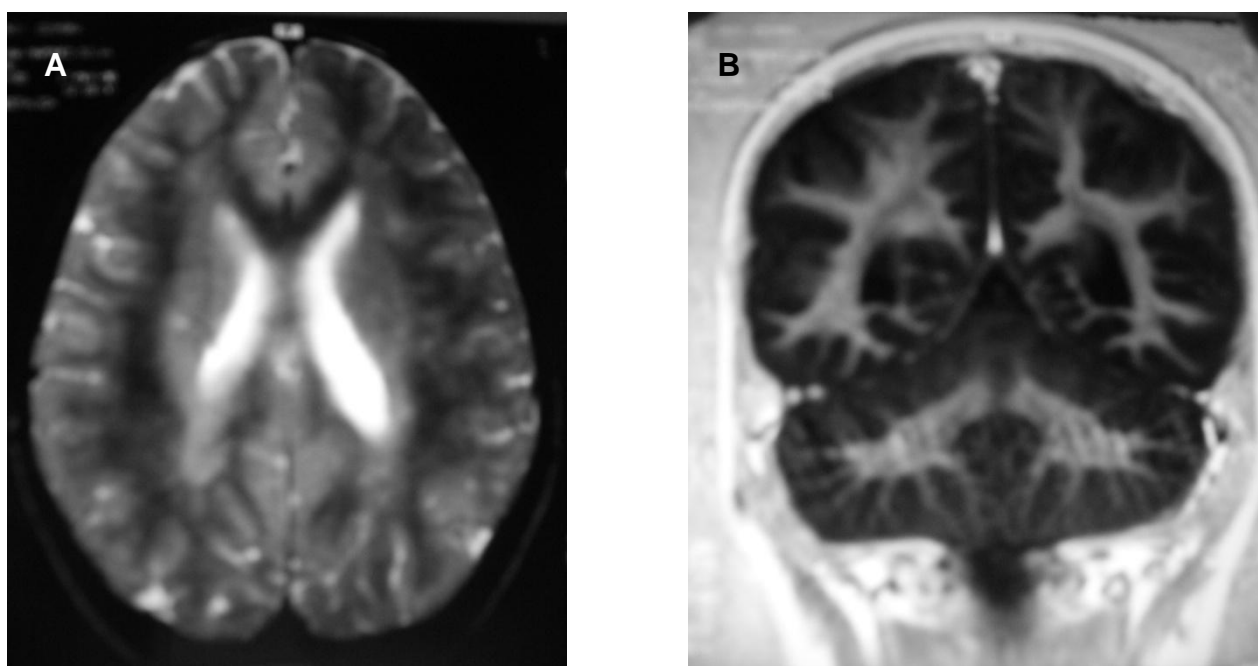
Imagens de RM CE (T2) axial (A) e coronal (B). Observa-se aumento marcado da intensidade do sinal na substância branca periventricular e no centro semi-oval e, em alguma extensão, em toda a substância branca.
